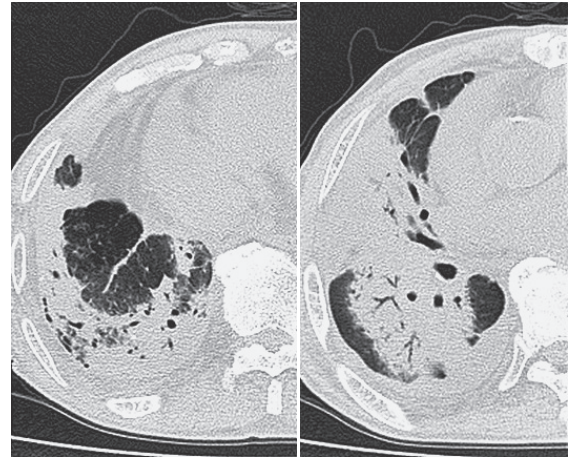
入院時の胸部CT (図1と同じレベル). びまん性の浸潤影に隠され, S6, S10の結節影は識別困難である.
